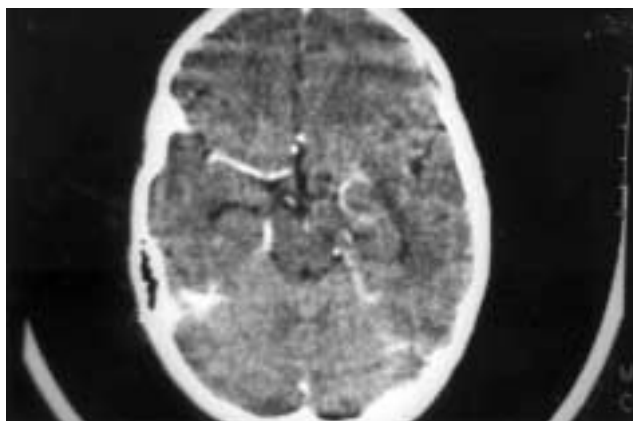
TC craneal con contraste. Se observa efecto masa sobre la arteria silviana que aparece distorsionada.
